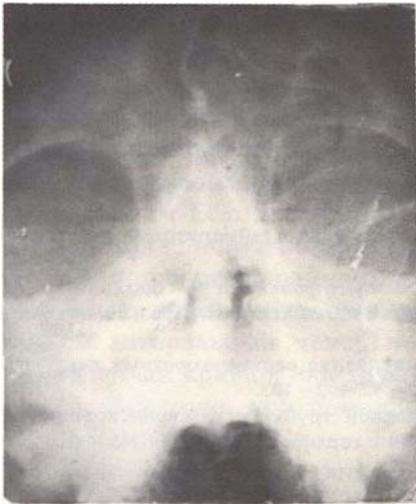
Рентгенограмма с контрастированной правой верхнечелюстной пазухи больного с хроническим полипнозно — гнойным пансинуситом. Отмечается резкое неравномерное утолщение слизистой оболочки контрастированной пазухи.
